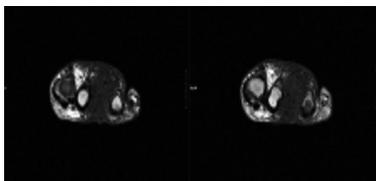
RMN pie izquierdo ingreso octubre 2012
